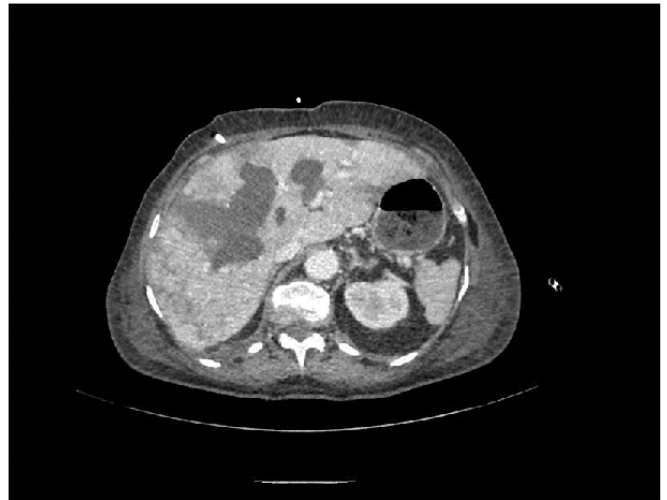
En esta imagen se objetiva un corte axial de TC con colecciones hepáticas compatibles con bilomas.
